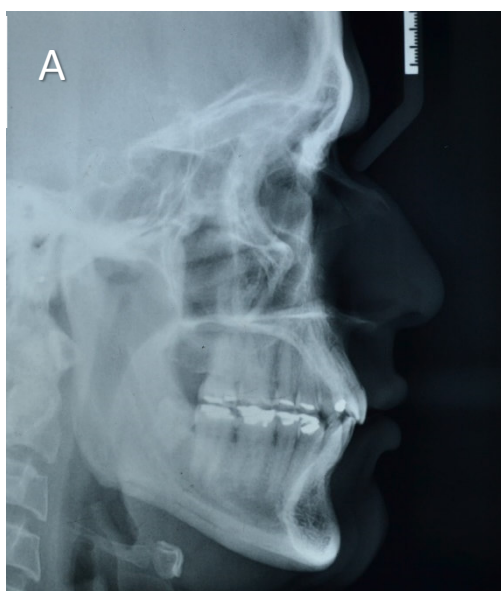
(A) Radiografía cefalométrica postratamiento (B) trazado cefalométrico final
